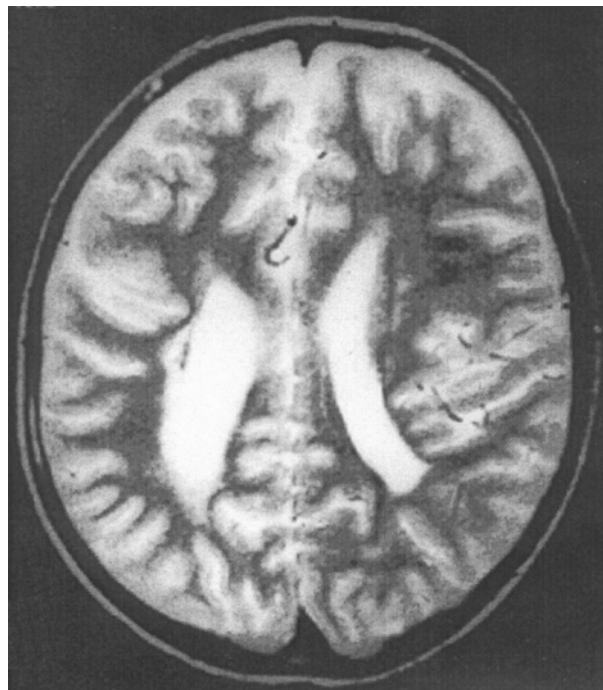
МРТ головного мозку хворого Н., 8 років, з лейкодистрофією в ПВЗ. Т2 зважене зображення, аксіальна площина
